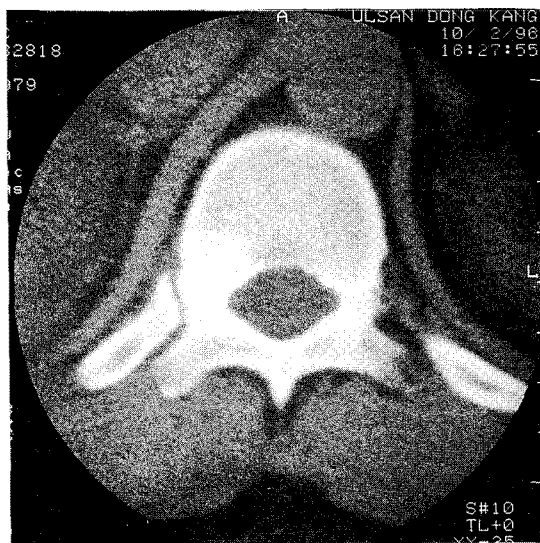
Axial CT sacn shows a poorly marginated diffuse sclerosis containing central small osteolytic area at inferior margin of right side pedicle of T₁₂, suggested to osteoid osteoma.
